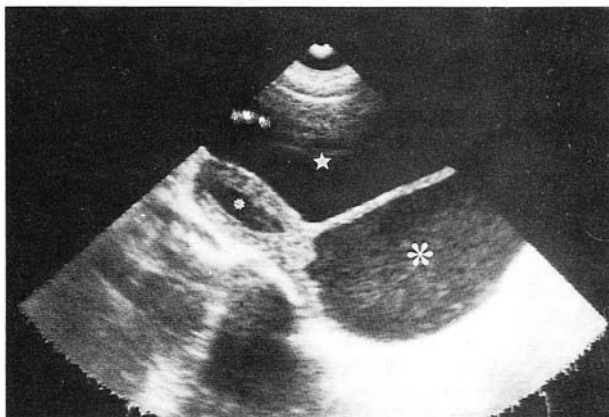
Ecografía de pelvis, corte longitudinal. Se visualiza la vejiga (estrella) notablemente distendida, ocupada por colección líquida con ecos puntiformes (hematocolpos). El útero (asterisco pequeño) también se muestra ocupado en menor medida por restos hemáticos. En primer plano la vejiga (estrella) a replección.
